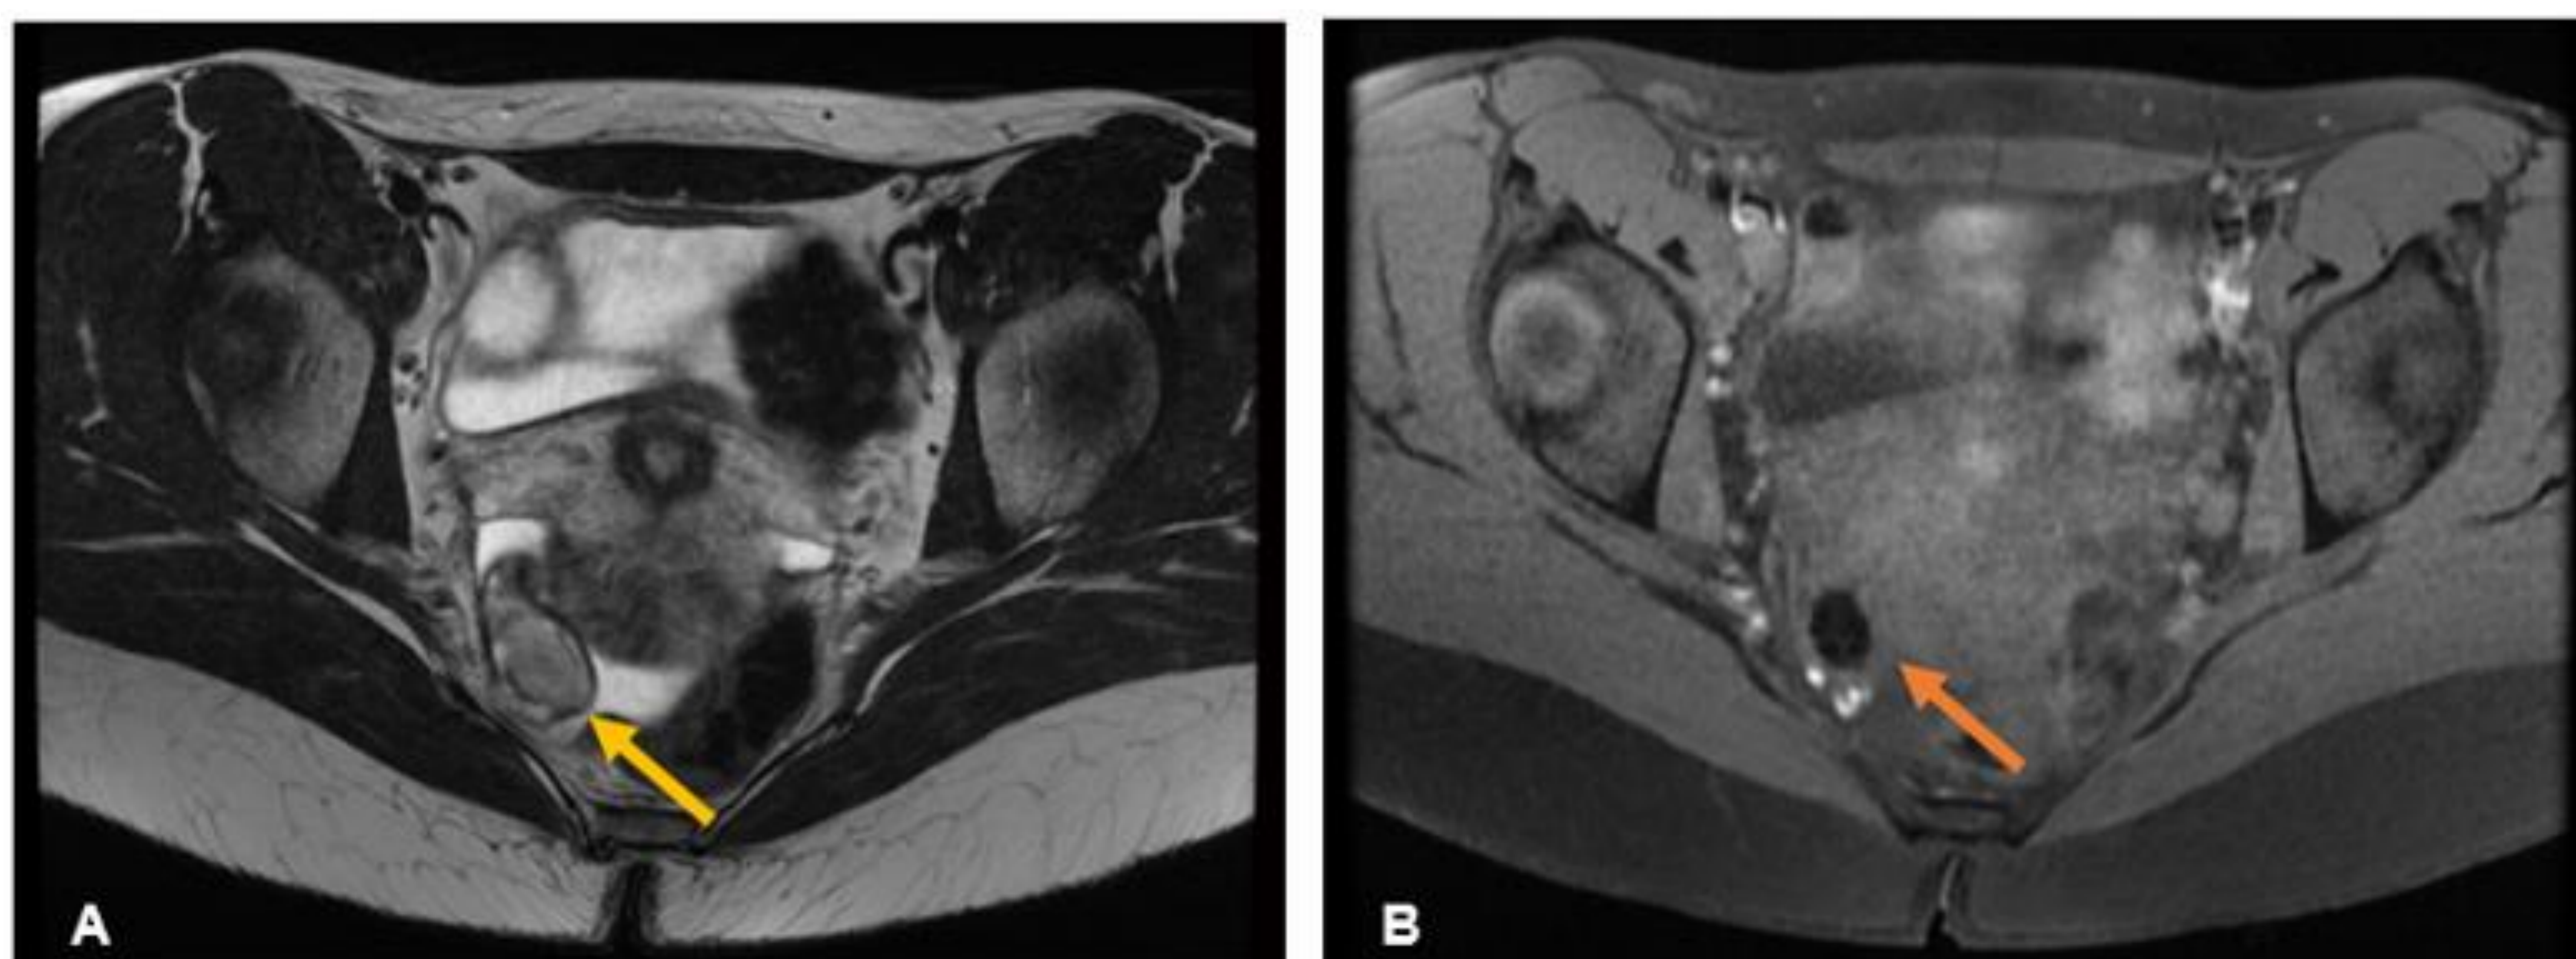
Quiste dermoide derecho. A) RM potenciada en T2 que muestra una lesión heterogénea dependiente del ovario derecho (flecha amarilla). B) RM potenciada en T1 con supresión grasa que muestra pérdida de señal de la misma lesión y que en su interior hay contenido de baja señal (flecha naranja)
